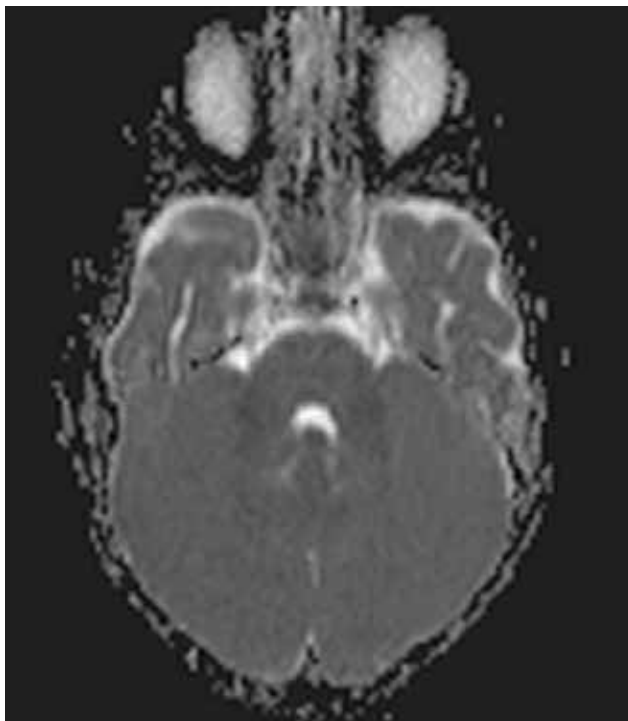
(A și B). IRM craniocerebral nativ cu imagini de difuzie, în care nu se observă restricție de difuzie la nivelul emisferelor cerebeloase
